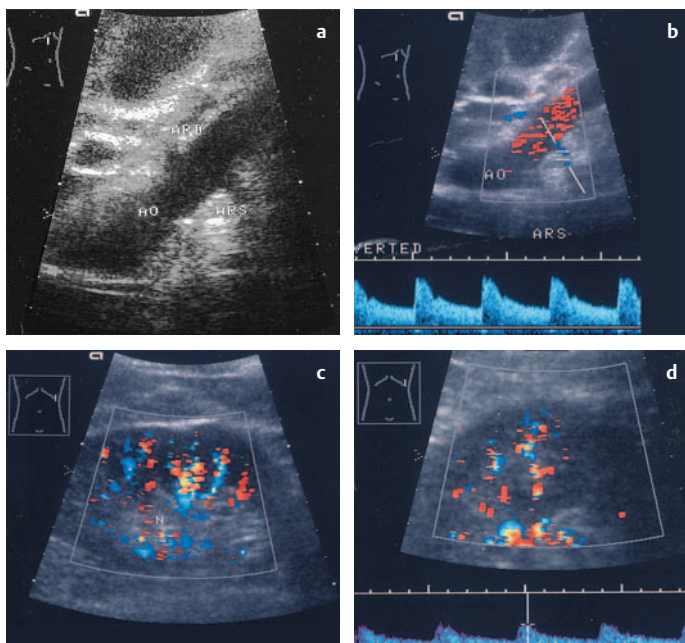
a–d Untersuchung zur Frage der Nierenarterienstenose (FKDS und Spektralanalyse). a Schnittebene zur Nierenarteriendarstellung (Linksschräglage, Schallrichtung von rechts seitlich nach links): Darstellung der rechten und linken Nierenarterie (ARD, ARS) in einem für die Duplexsonographie günstigen Winkel („banana peel“-Phänomen). b Normale Spektralanalyse der linken Nierenarterie (ARS). c Normale intrarenale Gefäßarchitektur. d RI-Bestimmung einer Interlobararterie: 0,63 (normal)
